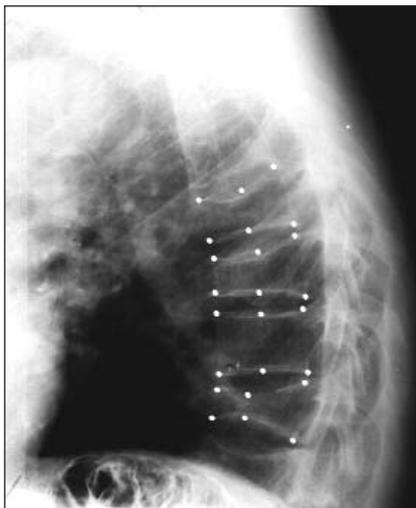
Рентгенограмма грудного отдела позвоночного столба в боковой проекции с рентгеноморфометрическими признаками остеопоротических переломов тел Tvi, vii, ix
